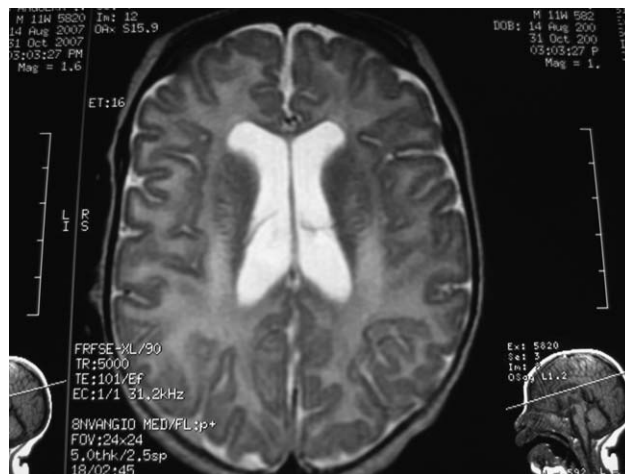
RM cerebral corte axial, secuencia T2.
